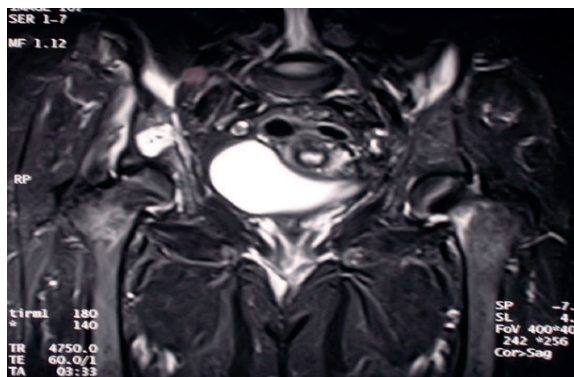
Resonancia nuclear magnética.
